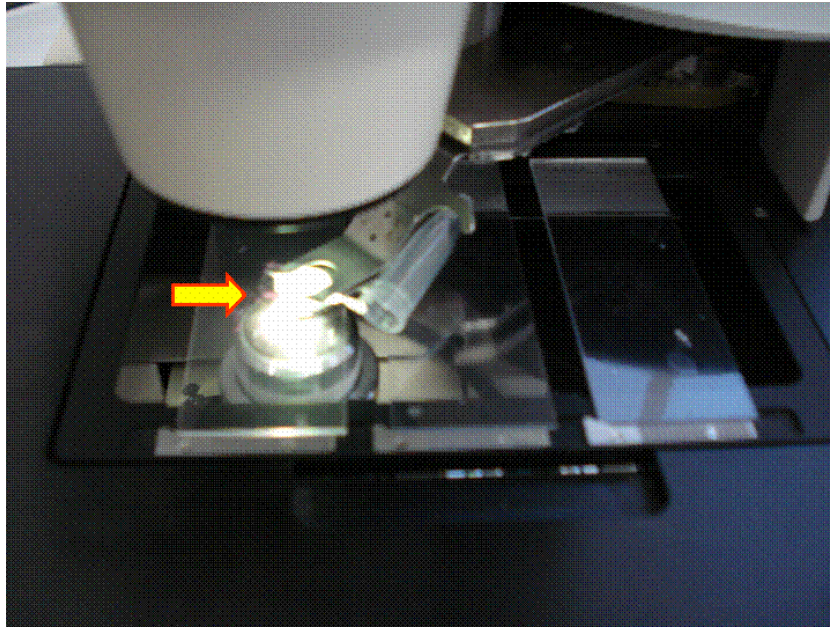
As lâminas de PET eram colocadas na bandeja de microdissecção e após o corte pelo laser, o material catapultado era coletado na tampa do tubo coletor (seta), para posterior preparo para a análise no MEV
